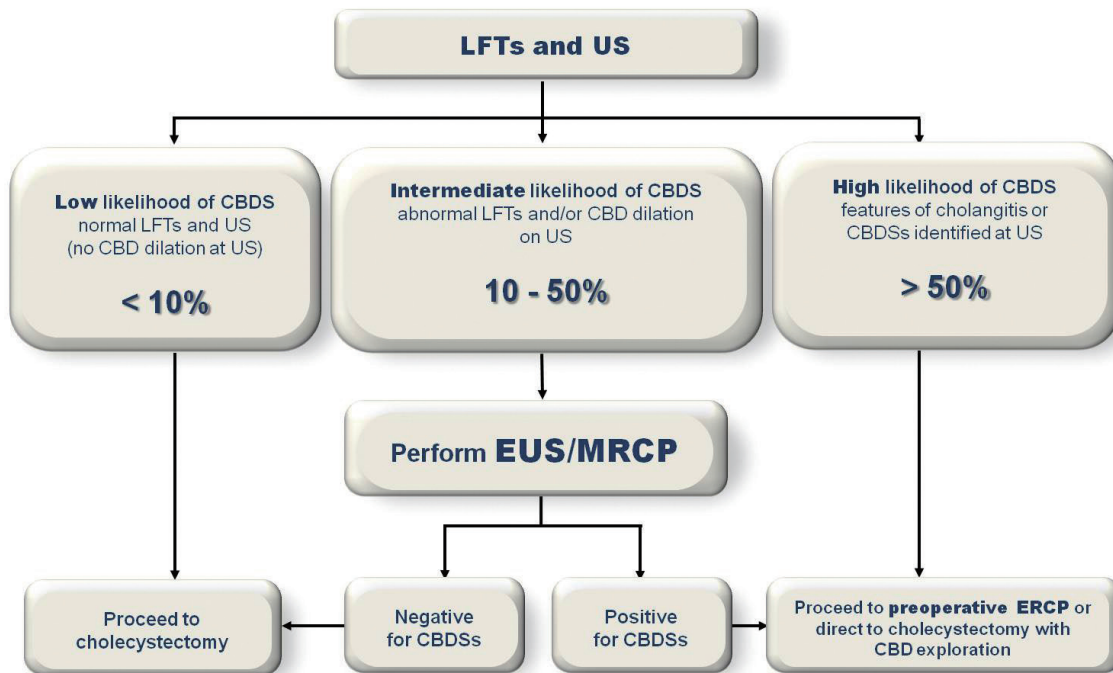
Diagnostic algorithm for suspected CBDs. CBDs, common bile duct stones; LFTs, liver function tests; US, ultrasound; CBD, common bile duct; EUS, endoscopic ultrasonography; MRCP, magnetic resonance cholangiopancreatography; ERCP, endoscopic retrograde cholangiopancreatography.
